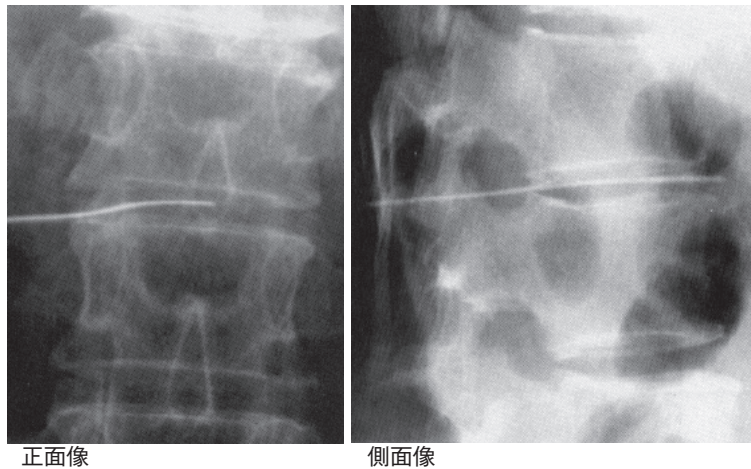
経椎間板アプローチの際の針先の位置のX線所見
